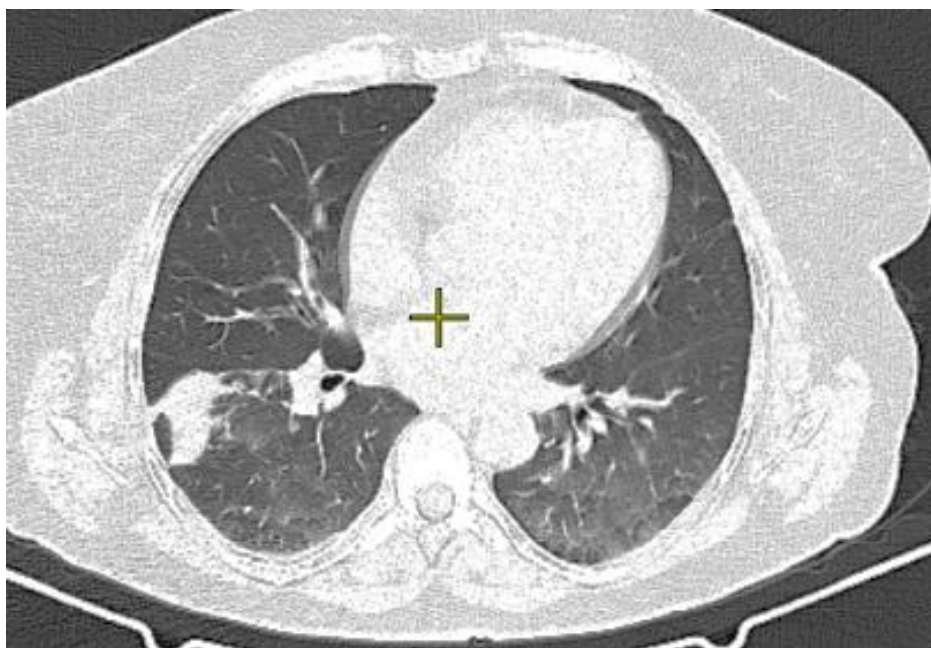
КТ ОГК. Вирусная пневмония с формированием фиброателектаза
